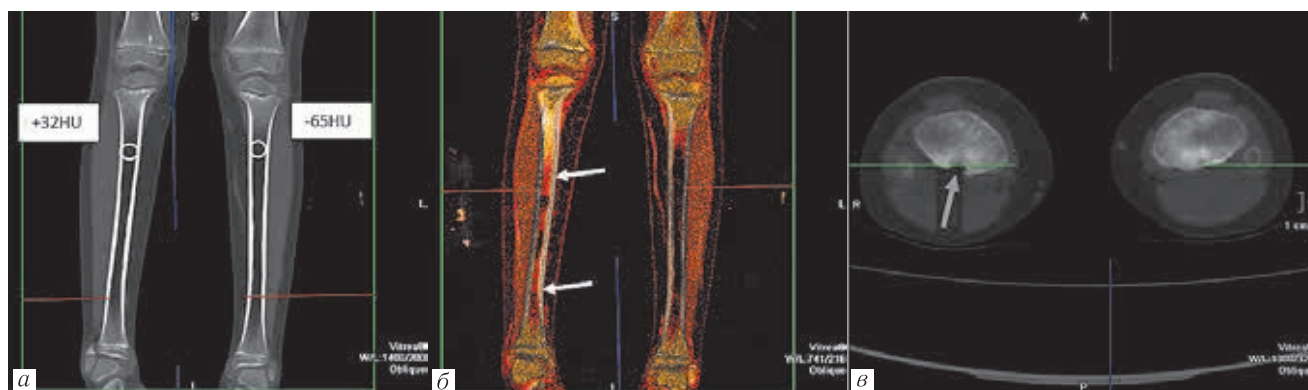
Пациент 6 лет. На КТ-сканограммах определяются изменения денситометрических показателей в верхней трети правой большеберцовой кости (а), во фронтальной плоскости с признаками отека костного мозга при цветовом картировании с неравномерным распространением его до нижней трети правой большеберцовой кости (белые стрелки) (б), на сканограмме в аксиальной проекции признаки локальной деструкции (белая стрелка) (в)
